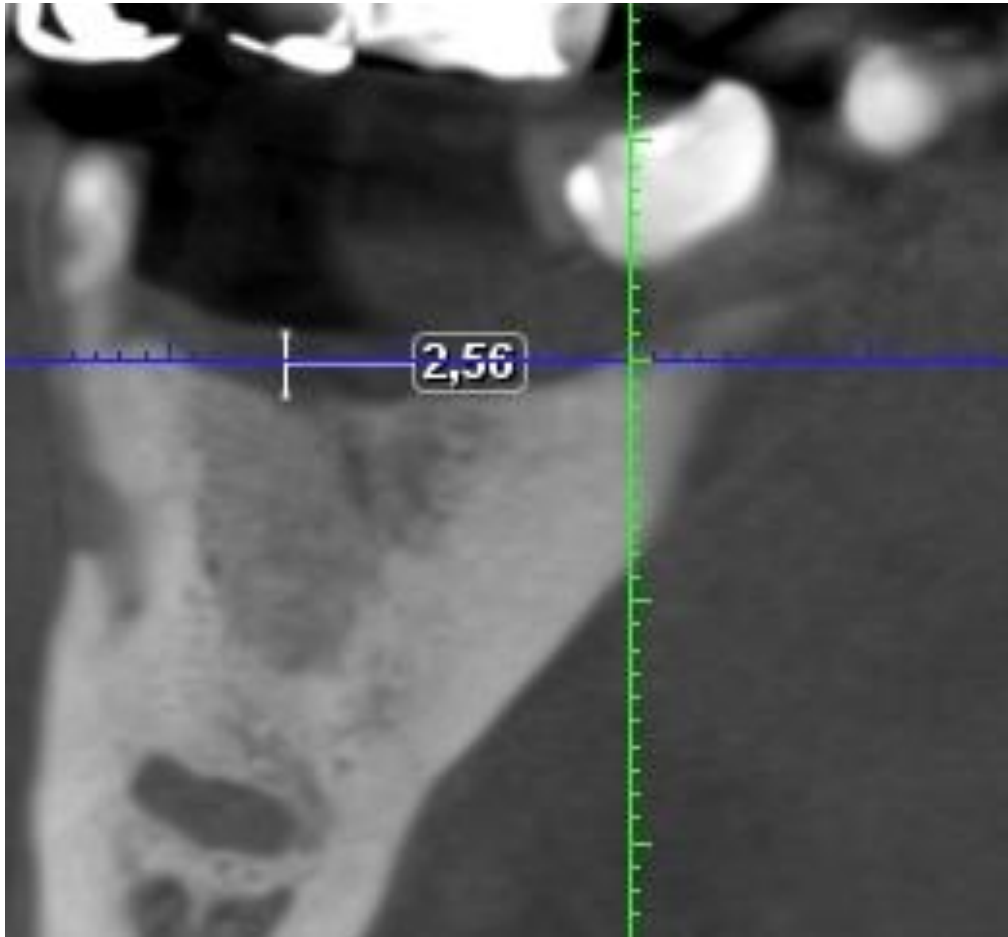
КЛ КТ (нативный срез) пациент С. 41г., включенный дефект бокового сегмента нижней челюсти справа, 4 класс по Кеннеди. Состояние после отторжения дентального имплантата через один год после установки
